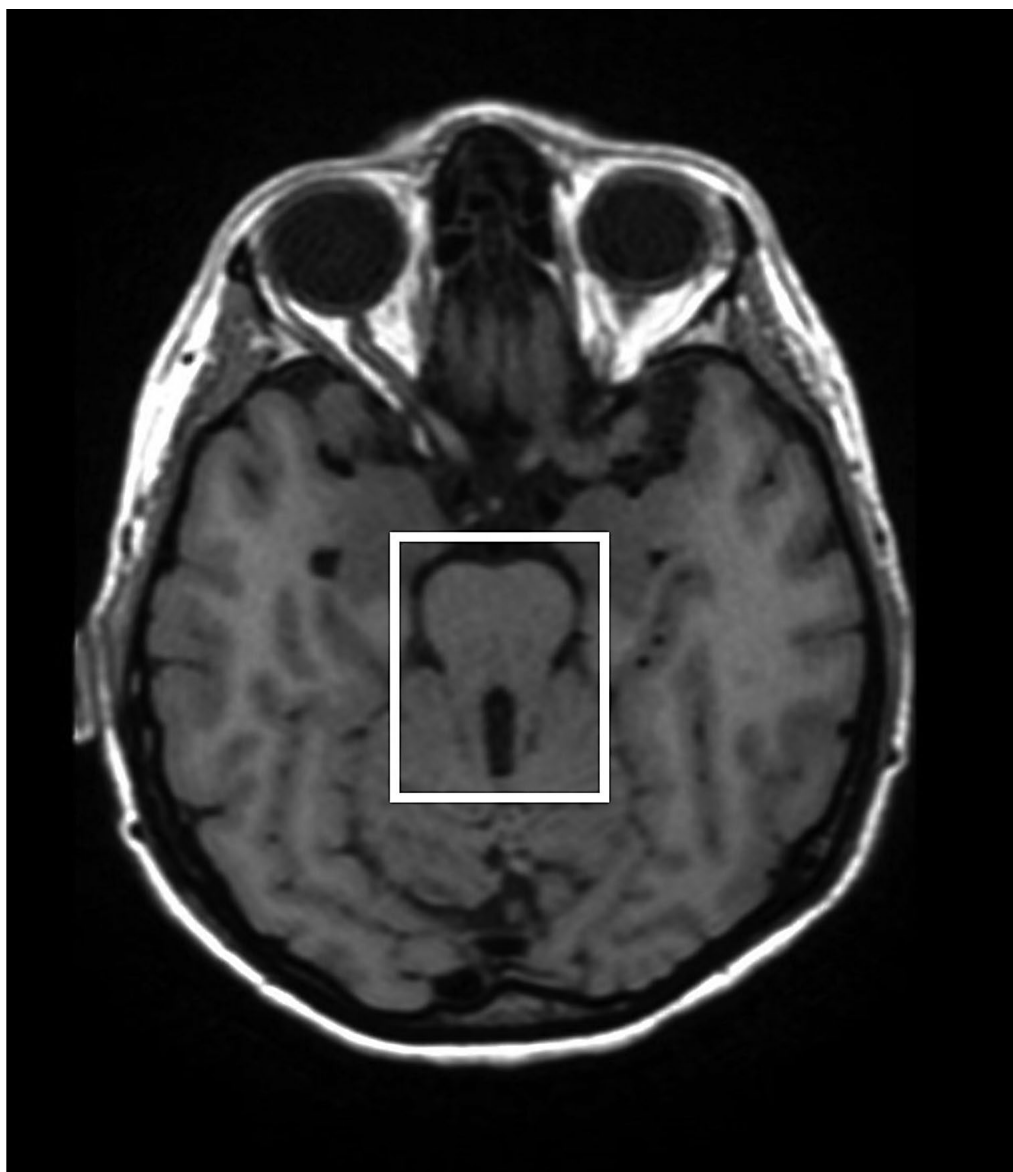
RM-CE - Sinal do dente molar.
